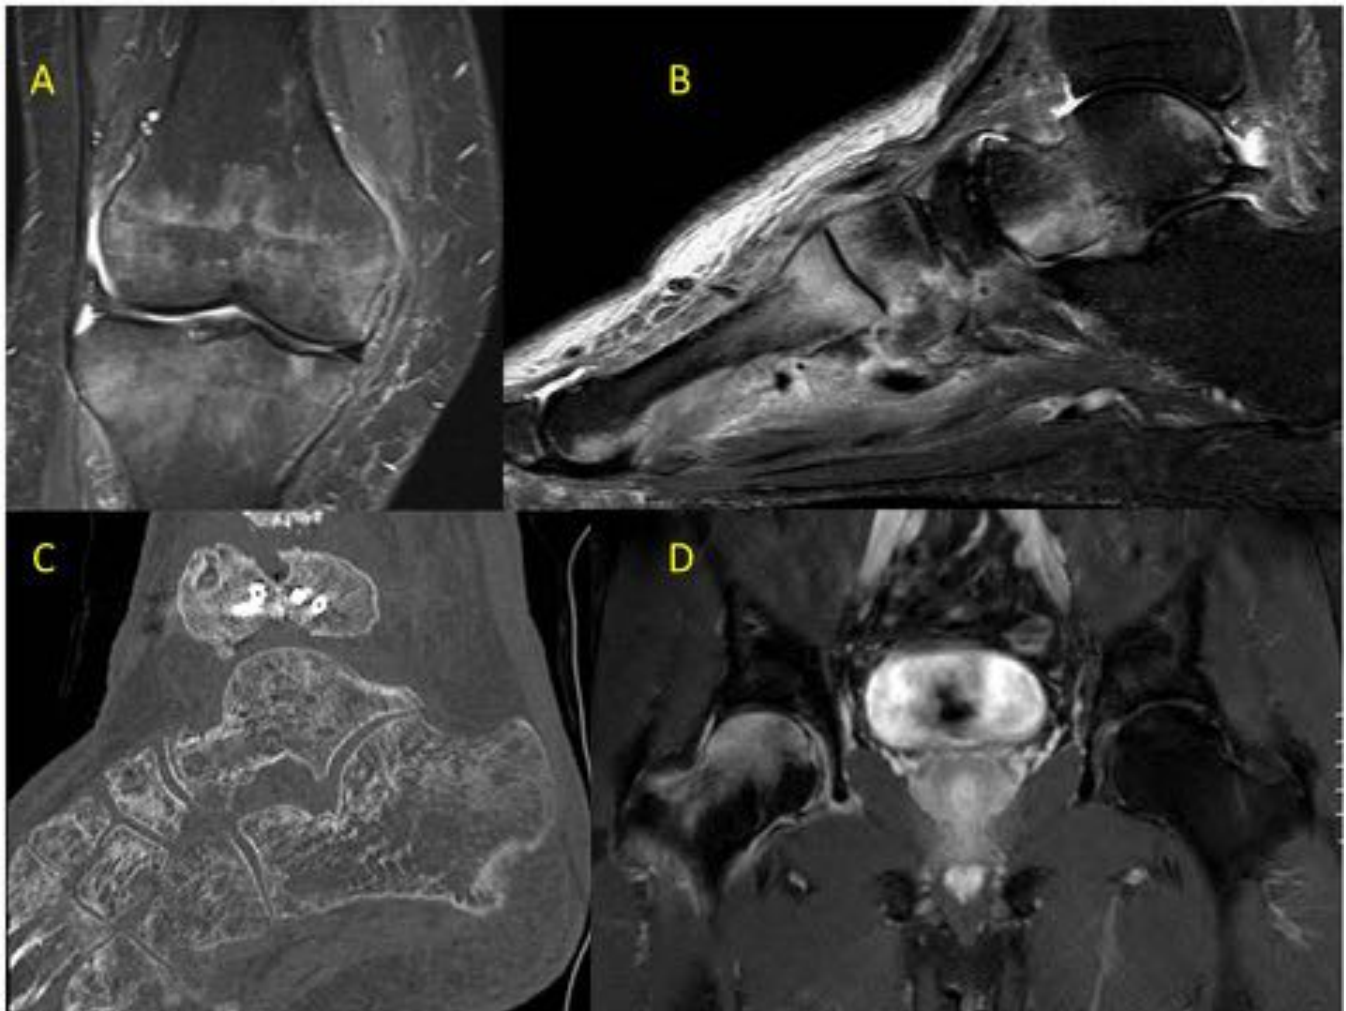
A-B: STIR coronal rodilla-sagital tobillo, mujer 51 años con distrofia simpático refleja, áreas de edema óseo parcheado yuxtarticular y edema de partes blandas en mediopié. C: Reconstrucción parasagital TC tobillo, varón 43 años, disminución difusa de densidad ósea, tras fractura con osteosíntesis de pilón tibial, por osteoporosis por desuso. D: T1 fat sat tras gadolinio coronal, varón 46 años, edema y realce difuso de fémur derecho proximal y sinovitis, por osteoporosis transitoria de cadera.
